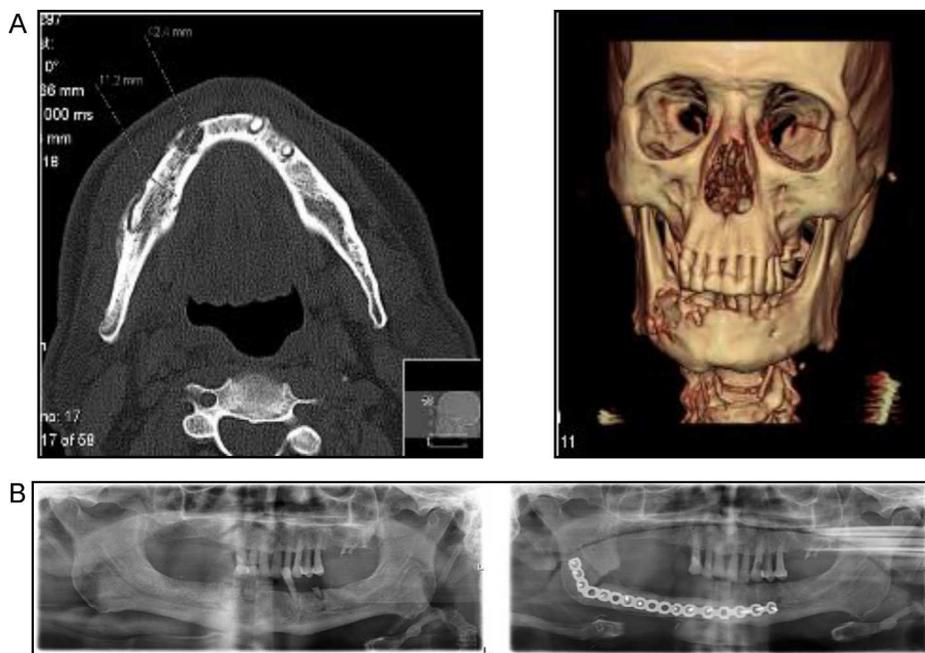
A. TC 3D da face: alteração da trabeculação óssea do corpo da mandíbula direita, com $4,2 \times 1,1$ cm de comprimento. B. Ortopantomografia antes e depois da cirurgia maxilo-facial: foi realizada ressecção do corpo da mandíbula direita e fixado retalho ósseo do perónio com placa reconstrutiva.
